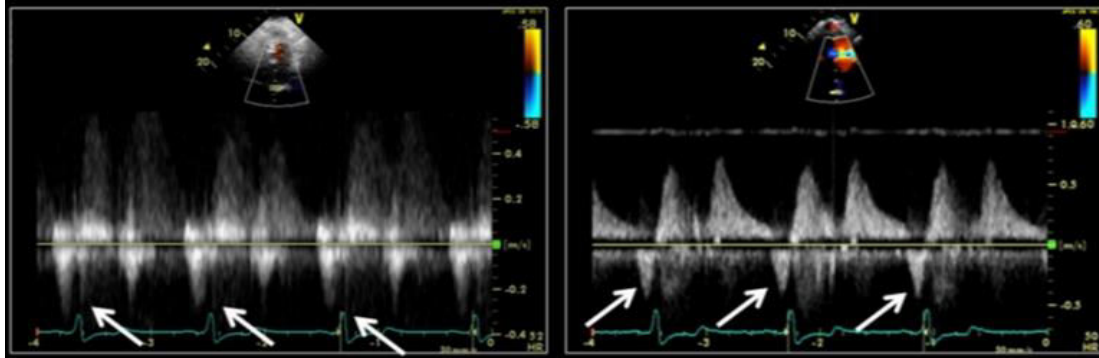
Φάκελος ροής συνεχούς Doppler τριγλωχινικής ανεπάρκειας. Αριστερά: χωρίς την προσθήκη σκιαγραφικού παρατηρείται ασθενές σήμα με μέγιστη μετρούμενη ταχύτητα 2.5M/s ή 25mmHg κλίση πίεσης (βέλος). Δεξιά: με την προσθήκη του σκιαγραφικού μέσου η μέγιστη μετρούμενη ταχύτητα προσέγγισε τα 3.0M/s ή 36mmHg (βέλος) [82].
